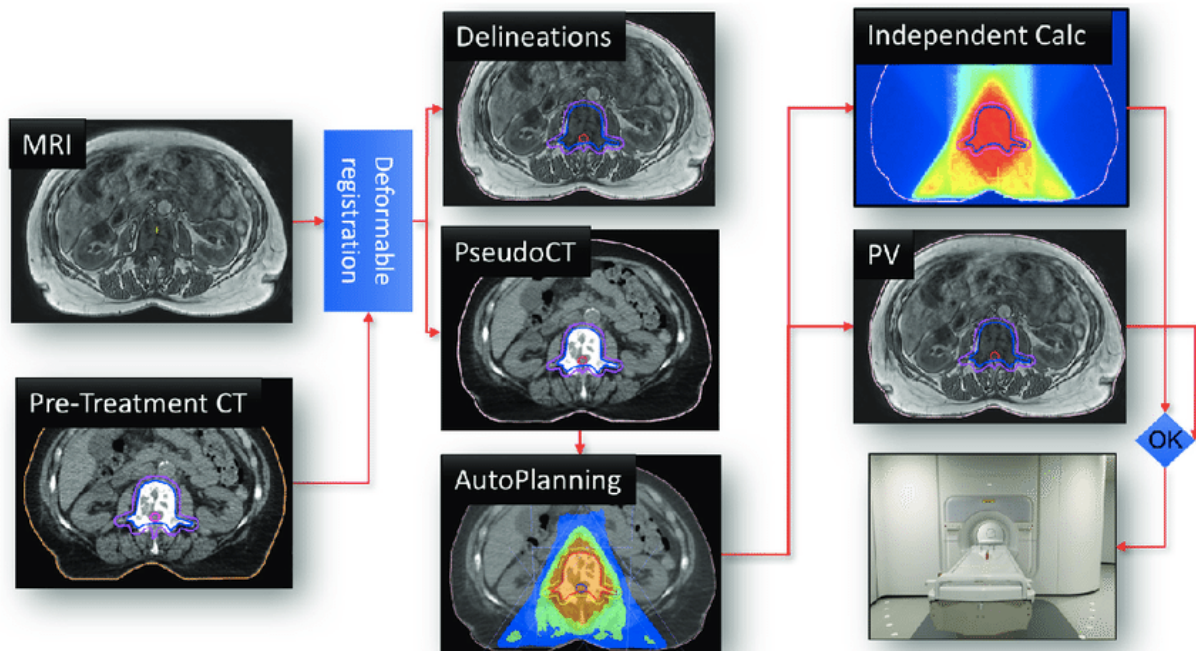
Fluxo de trabalho em linha do tratamento MRI-Linac. A RMN em linha é registada na TC pré-tratamento para gerar uma TC deformada e para se transferirem os contornos pré-tratamento. É gerado automaticamente um plano de IMRT, que é validado através de cálculos de dose independentes e, após a verificação da posição através de uma RM adicional, é iniciada a aplicação do feixe no MRI-Linac¹⁰.
